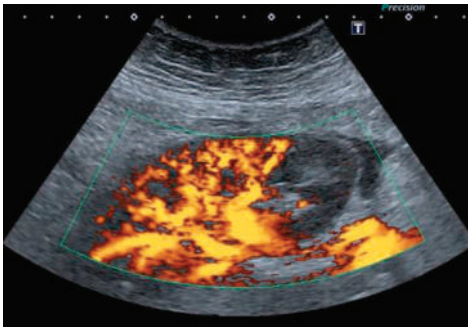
Absence de signal au Doppler couleur en regard du pôle inférieur du rein en rapport avec un infarctus.
